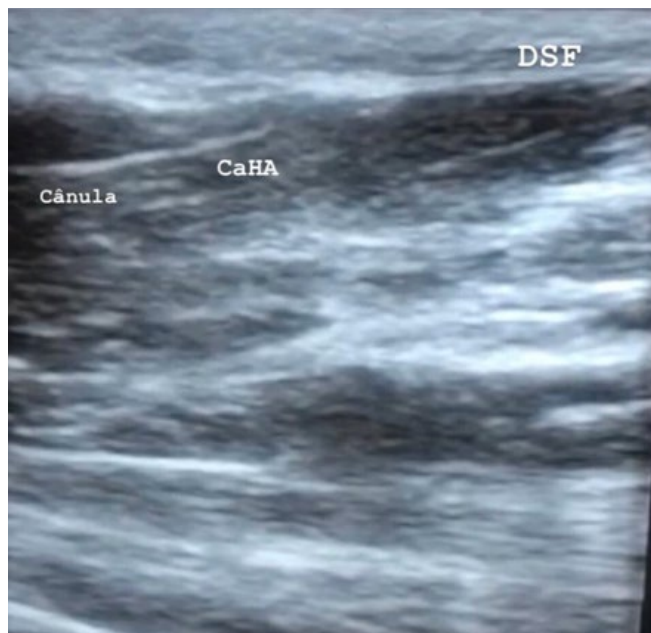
Imagem de ultrassonografia – a injeção de preenchimento é observada como uma imagem hiperecogénica com sombra na LSD através da técnica de injeção proximal, assegurando a aplicação no plano almejado.
